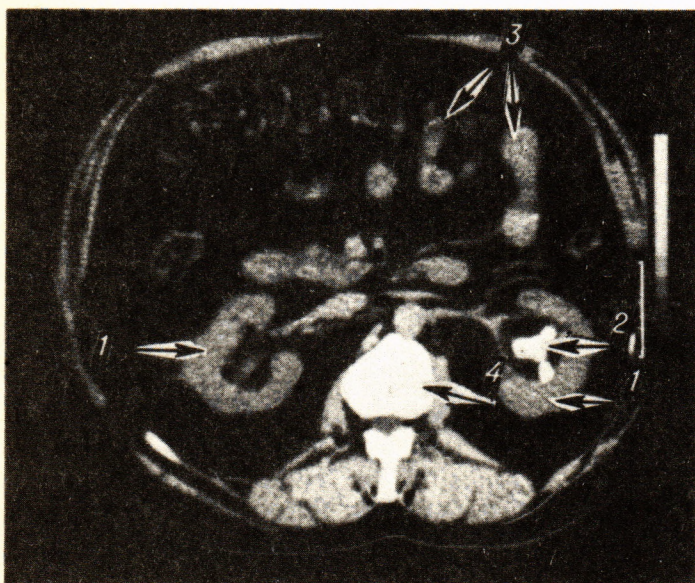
Компьютерная томограмма. Камень почки слева при мочекаменной болезни (к с. 401).
